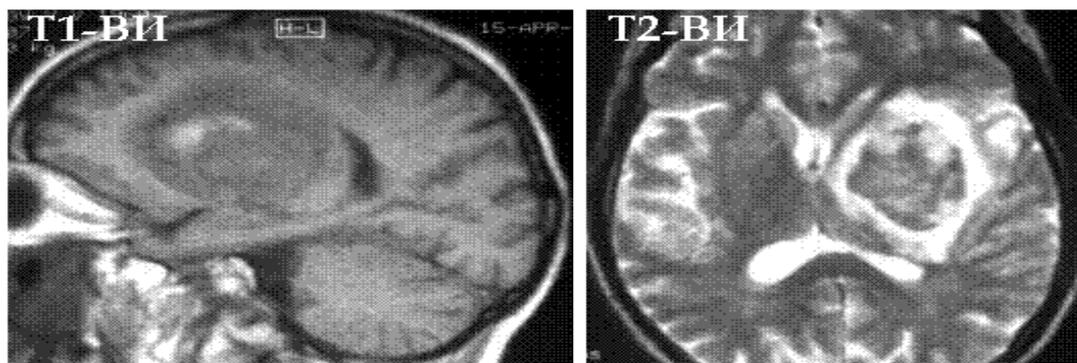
Пациент Ж.Д. 74 года. Гематома в области таламуса (ранняя предострая стадия). На Мр-томограммах в области таламуса, при Т1-ВИ, по периферии обнаруживаются области с низким сигналом с гиперинтенсивными участками. В области Т2-ВИ обнаружено кольцо с гипоинтенсивным центром, окруженное полем гиперинтенсивности размером 5,3х4, 2х4, 0 см. Левая сторона бокового желудочка мозга головного мозга сдавлена. Средние структуры головного мозга выдвигаются в правую сторону, от 0,6 см до 0,6 см.
